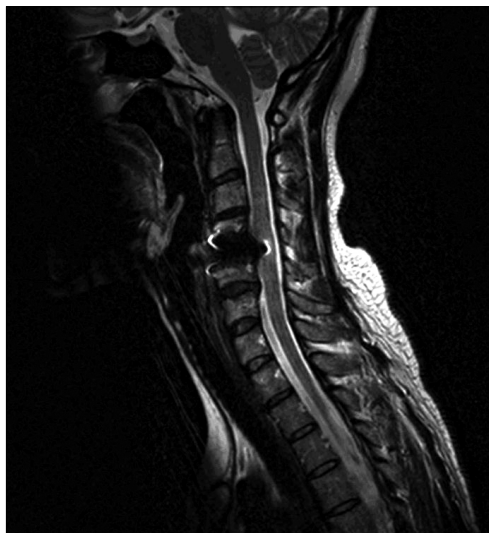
Post operative sagittal T2-weighted MR scanning showing the relative amounts of artifact seen after artificial disc implantation at level C4-5 because some amount of titanium present.
